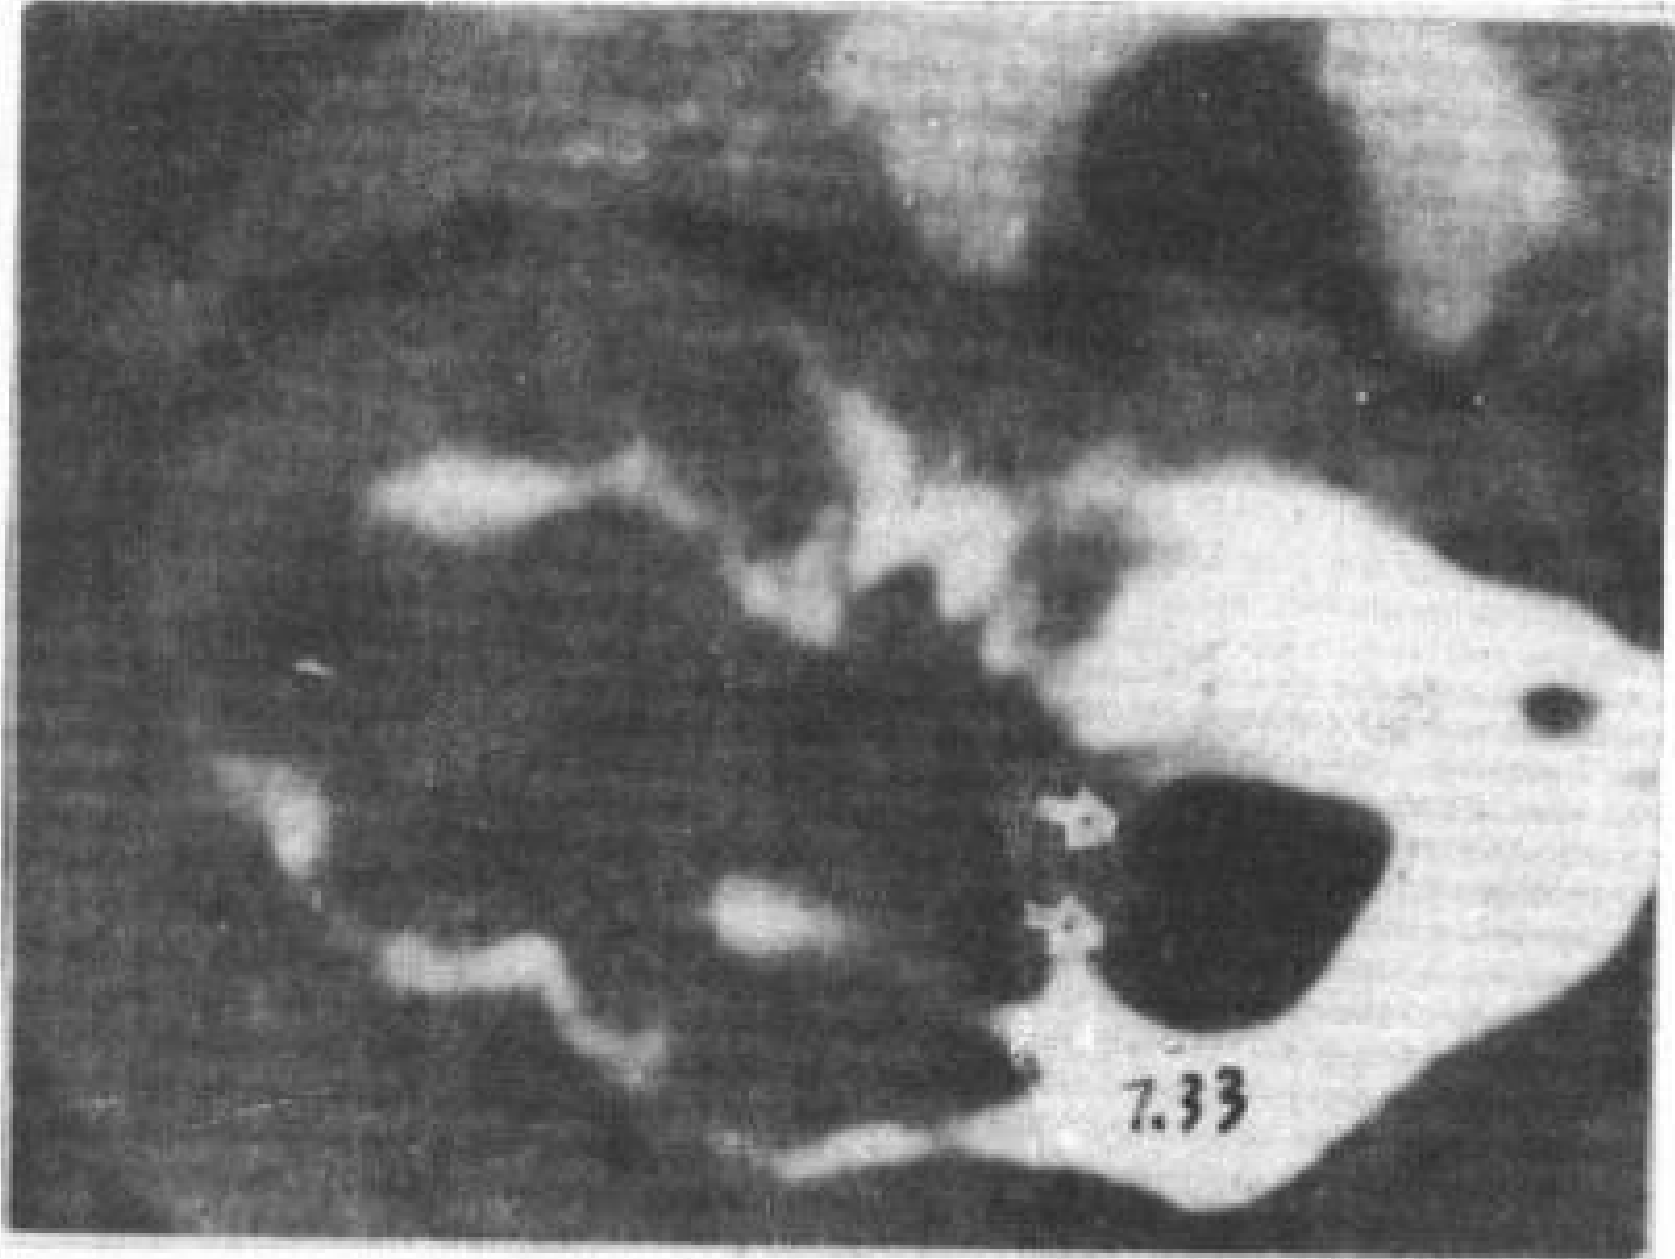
动脉瘤样骨囊肿。颈椎 CT 横断象，右侧巨大肿块，周围有“蛋壳状”骨壳，肿块进入椎管，使鞘膜囊移位 (A)。
